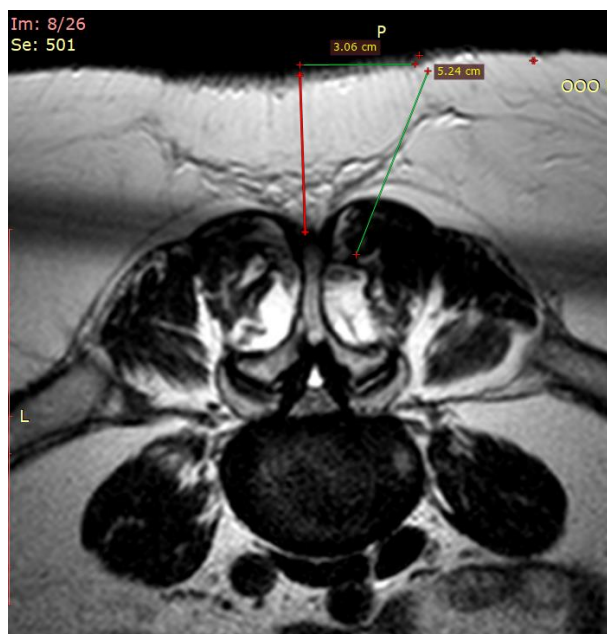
МРТ (аксиальный срез) пациентки П., 40 лет, грыжа МПД L4-L5. При введении игольчатого электрода под углом 45 град. толщина подкожно-жировой клетчатки составляет 50,2 мм
